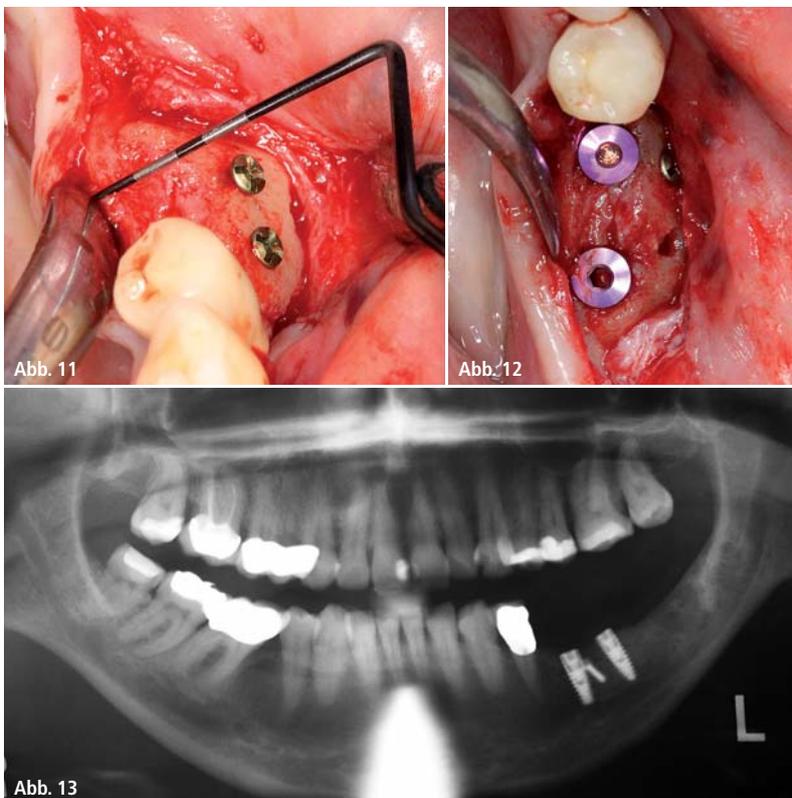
Klinische Beurteilung des horizontalen Knochenzuwachses. – Abb. 12: Implantation im allogenen Augmentationsgebiet. – Abb. 13: Panorama-Röntgenkontrolle nach Implantation.
